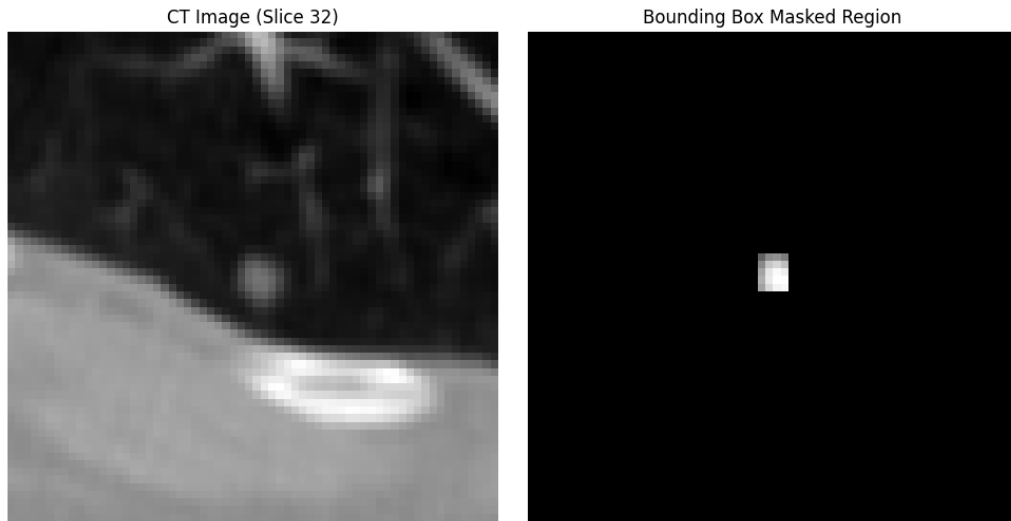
Зліва – патч КТ-зображення; справа – маскований регіон, що містить лише сам утвір [65].
